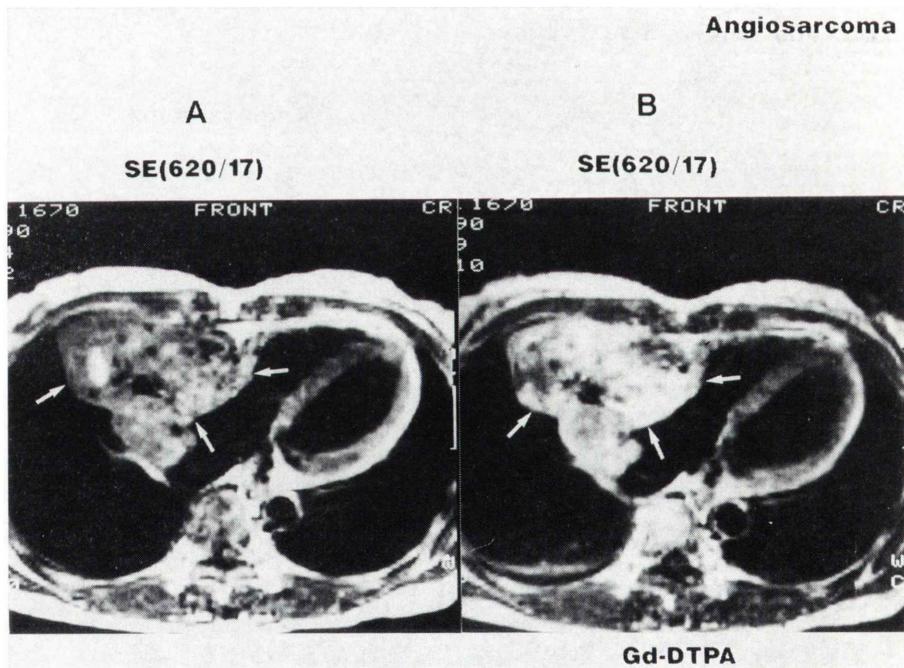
MRI showed lesion with inhomogenous signal intensity (arrow) inner and outer portion of the right atrium.
